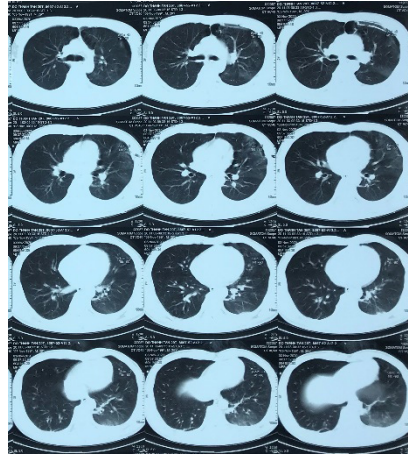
Phù phổi sau dẫn lưu 2 giờ Hình 4: Tổn thương phổi trên CT-Scan
